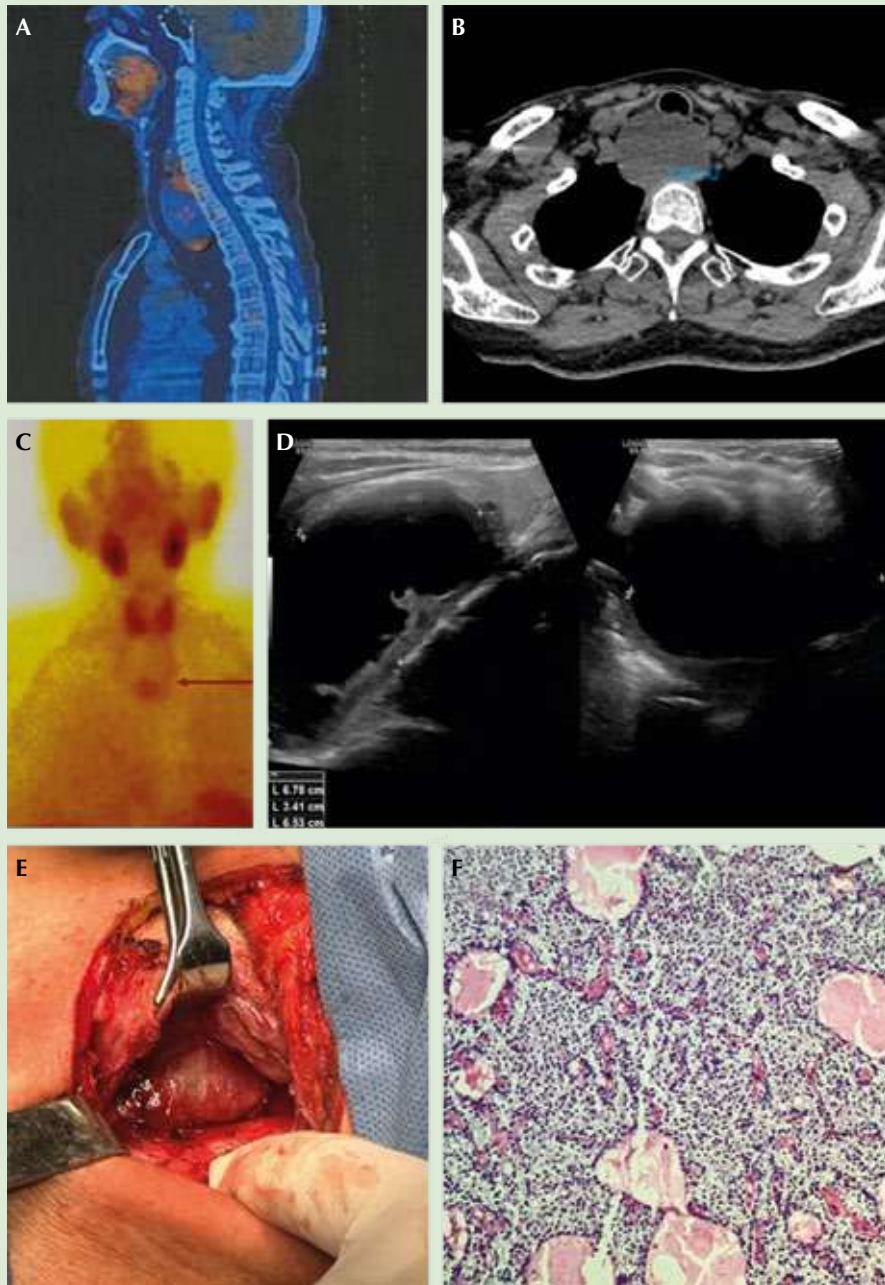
A. SPECT-CT en corte sagital con evidencia de captación de radiofármaco en la parte superior e inferior de la lesión. B. Tomografía computada de cuello en corte axial que muestra la lesión retroesofágica quística. C. Gammagrama con captación de radiofármaco en la parte inferior de la lesión. D. Ultrasonido de cuello. E. Exposición transquirúrgica, retracción del lóbulo tiroideo izquierdo para exponer la lesión. F. Corte histológico con reporte de adenoma paratiroideo de células principales.
